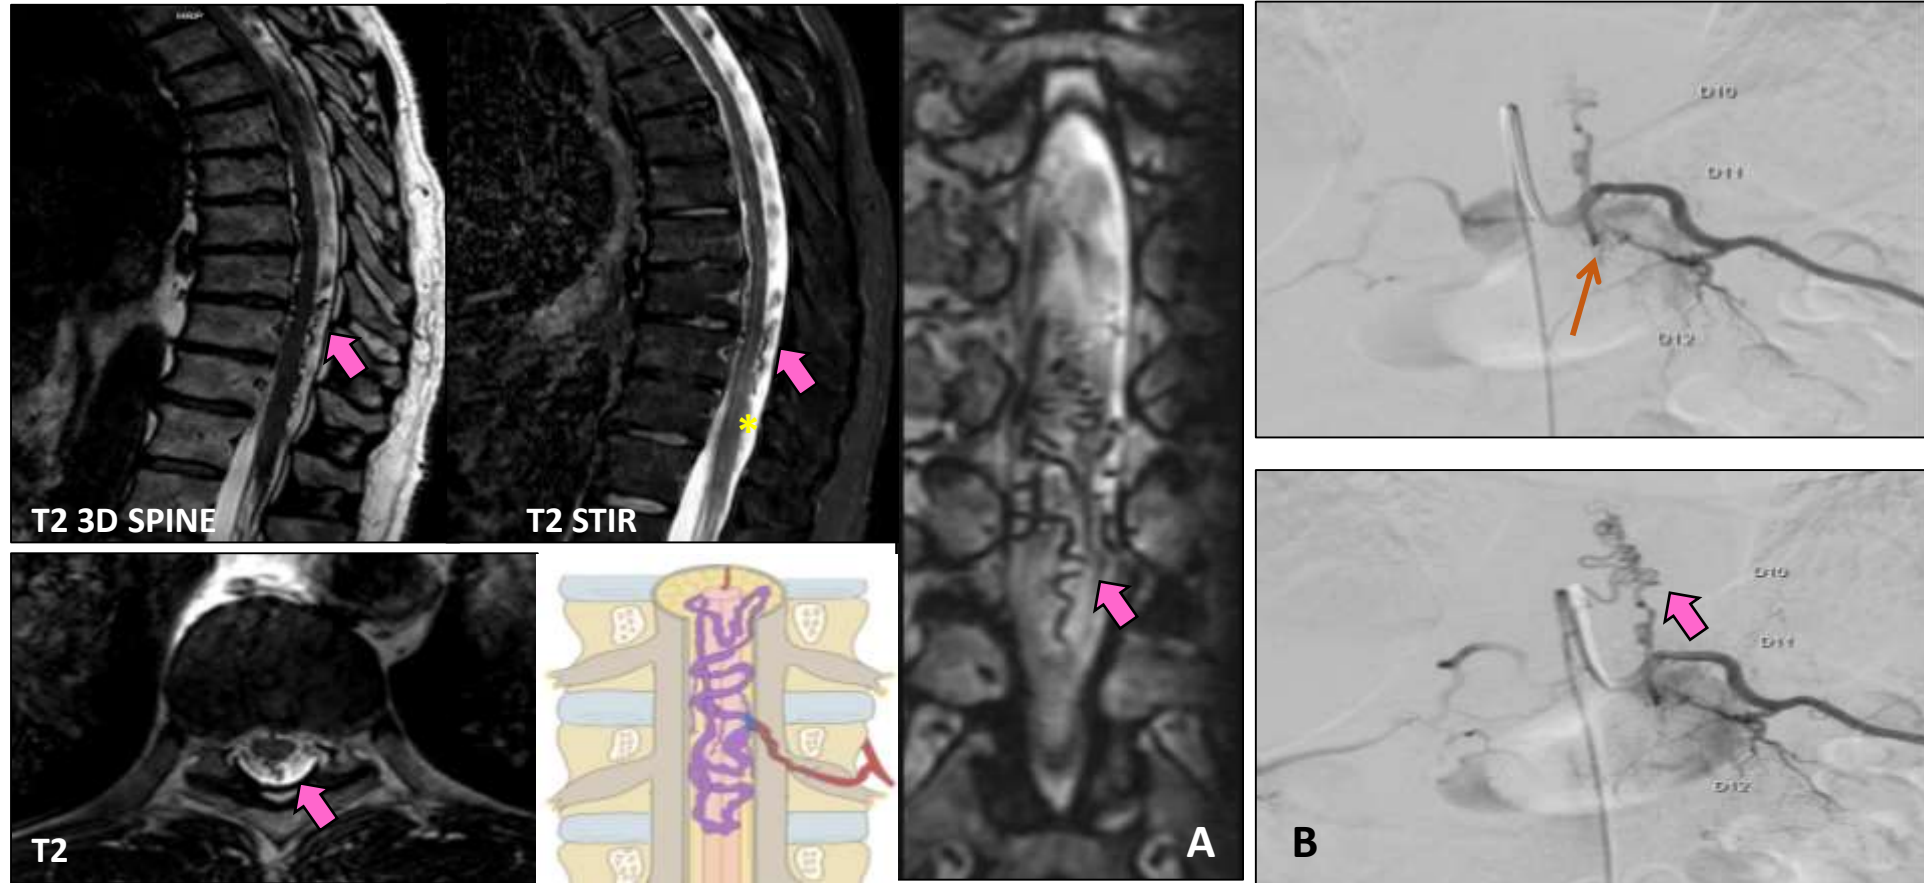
Paciente de 76 años con alteraciones sensitivas. A) Imágenes de resonancia magnética dorsal en planos sagital, coronal y axial: Alteración de la intensidad de la señal de la médula espinal (*) de D5 a D7 y congestión de los vasos perimedulares (flechas gruesas). B) Arteriografía: Fístula arteriovenosa dural radiculomedular (flecha delgada) originada en la arteria intercostal derecha D7, que muestra dilatación de las venas perimedulares.
